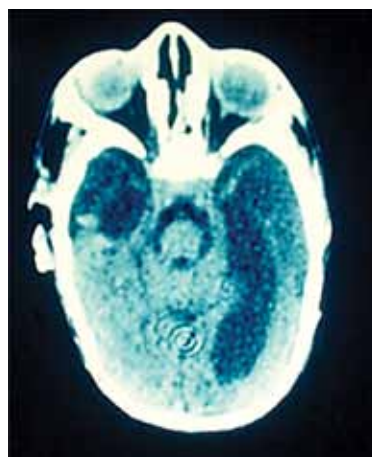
Tomografia computadorizada realizada em caso de *Herpes simplex* neonatal.
